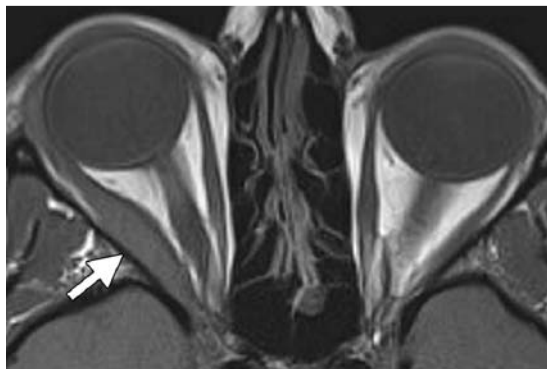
Vergrößerung nur des rechten M. rectus lateralis (Pfeil) bei einer 39-jährigen Frau mit Schmerzen in der rechten Orbita und Exophthalmus des rechten Auges. Axiale T1w MRT-Aufnahme. Der klinische und der radiologische Befund sprachen für einen Pseudotumor der Orbita, und die Symptome verschwanden vollständig nach einer Kortikosteroidtherapie. Die Kenntnis des klinischen Szenarios ist entscheidend, denn diese Bildgebungsbefunde sind fast identisch mit denen in Abb. 21 b.
